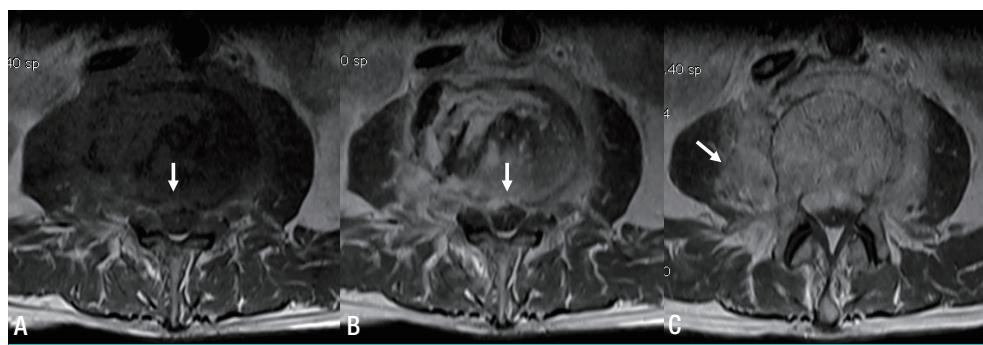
Axial MRI images of case-1. (A) T1 weighted image. (B) Gadolinium-Enhanced image. Epidural abscess that compressed the dural sac is visible in the T1 and enhanced T1 image (arrow). (C) Gadolinium-Enhanced image shows an abscess on the right iliopsoas muscle (arrow).
